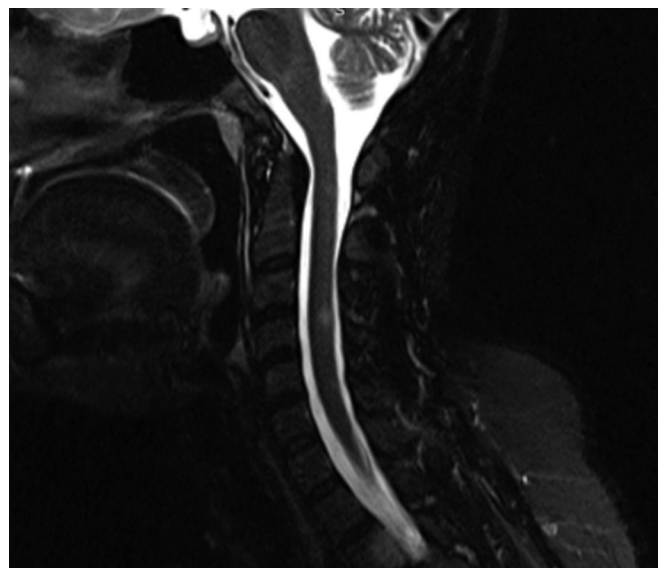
МРТ шейного отдела спинного мозга (T2-взвешенное изображение). Обнаруживается очаг демиелинизации, расположенный на уровне сегментов C3-C4 (указан белой стрелкой)
